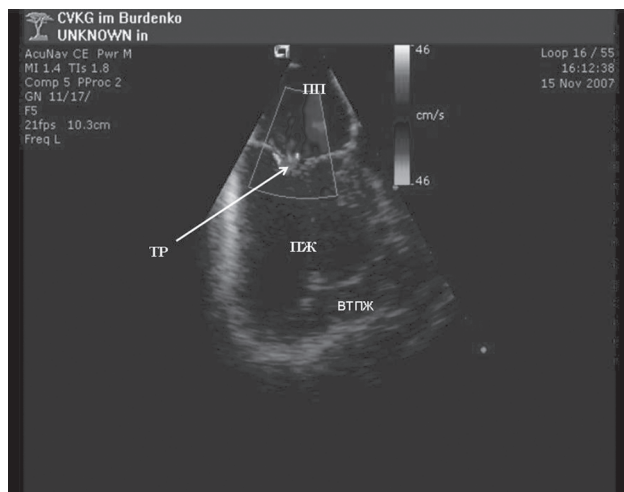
Внутрисердечное эхокардиографическое исследование в цветовом доплеровском режиме. Правый желудочек. ПП – правое предсердие; ПЖ – правый желудочек; ТР – трикуспидальная регургитация; ВТПЖ – выходной тракт правого желудочка
